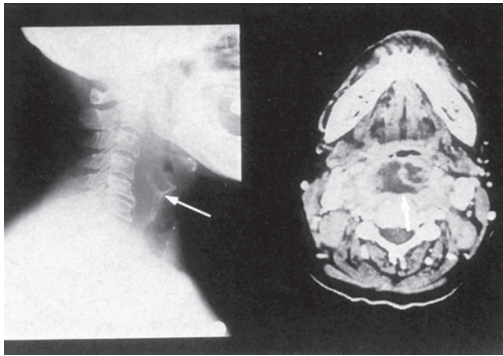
左: 症例6 頸部単純 X線写真 (側面), 右: 頸部 CT
